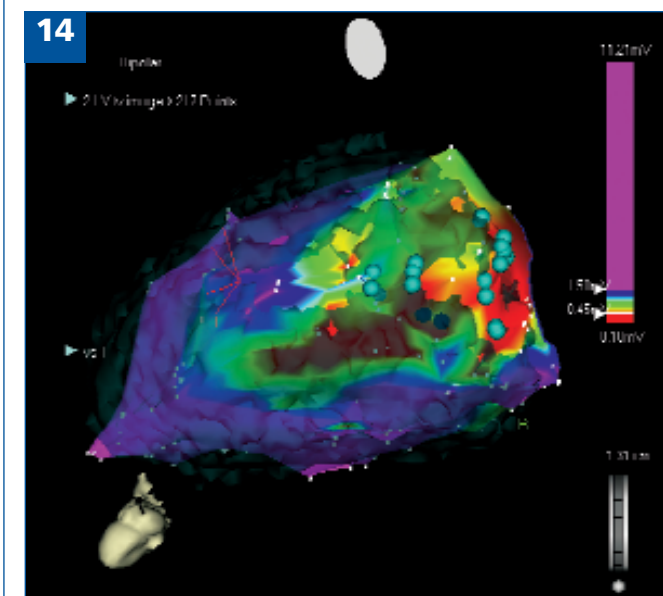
Voltage Map del ventricolo sinistro sovrapposta a un'immagine TC; è possibile identificare precisamente l'area infartuata definita dall'area rossa. Immagini gentilmente fornite dal Dott. Della Bella (Centro Cardiologico, Milano)
